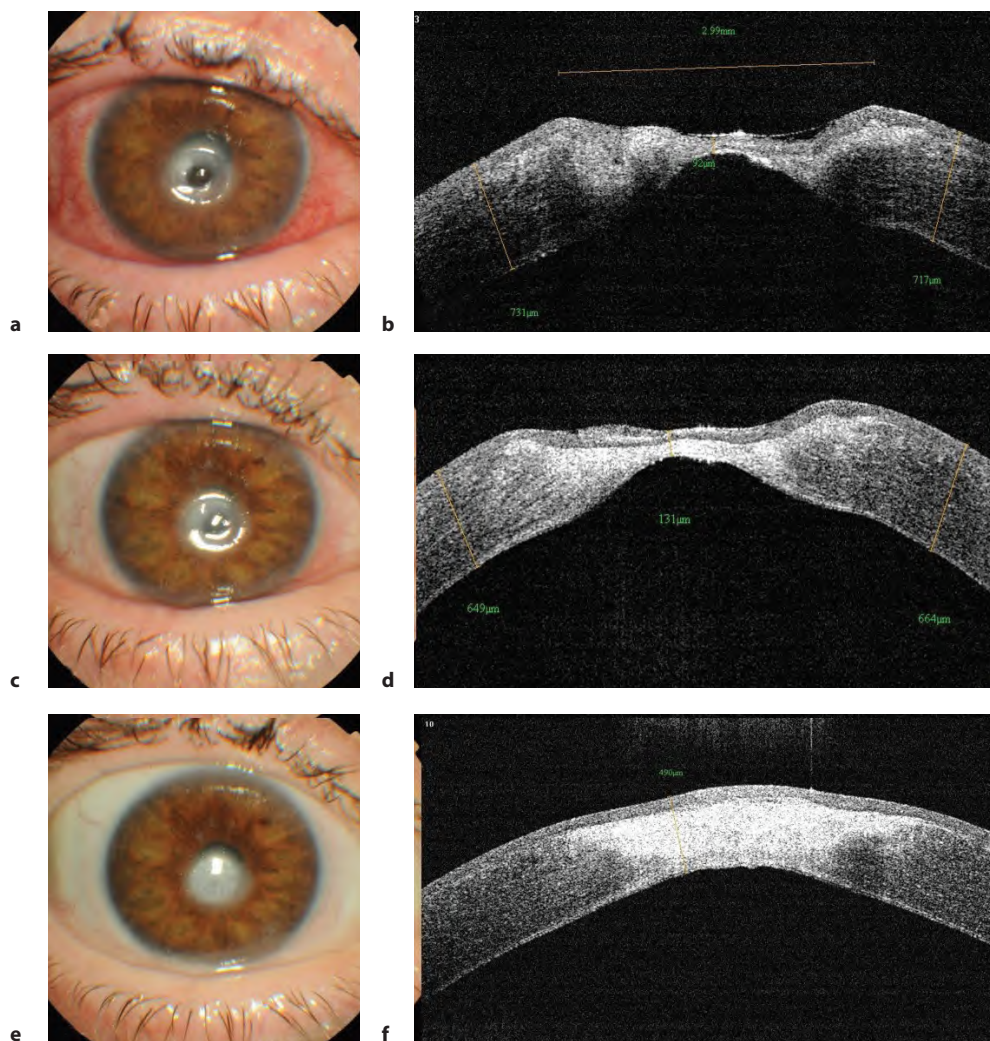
Результаты обследований пациентки П.: а – фотография переднего отрезка глаза; б – оптическая когерентная томограмма роговицы; с – фотография через неделю после операции; д – оптическая когерентная томограмма роговицы на границе покрытия через неделю после операции; е – фотография через 2 месяца; ф – оптическая когерентная томограмма в центральной области
